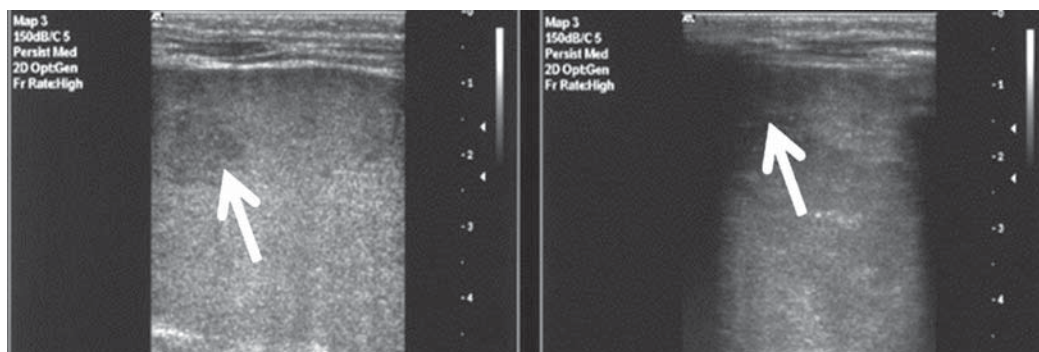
Ecocardiografía esplénica. Lesiones hipodensas (flechas).
